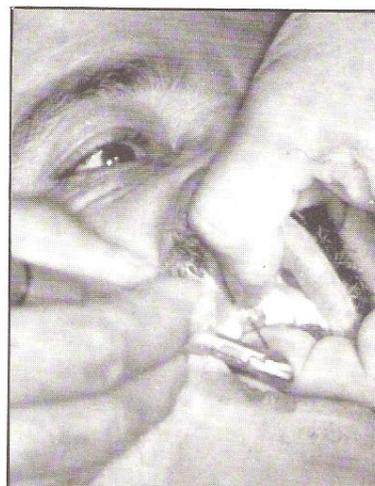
Oltre all'aiuto dato dalla radiografia, la direzione del drill è indicata dalla palpazione digitale della cresta
